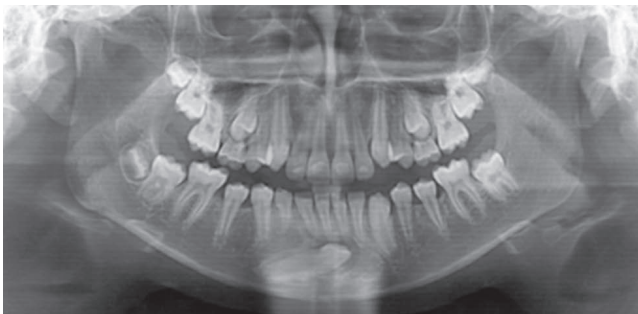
Radiografía panorámica se observa el canino mandibular inferior.
